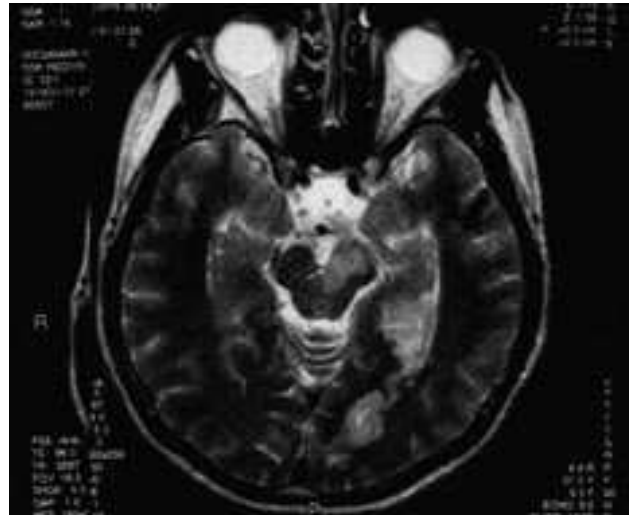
Kranial MRG' de aksiyal kesitte sol mezensefalonda iskemik lezyon
